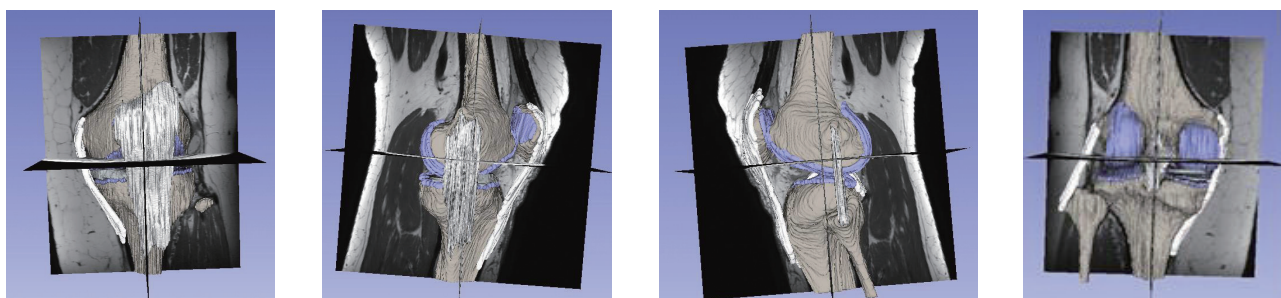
볼륨 렌더링후 3D 재건한 슬관절 MRI 영상
